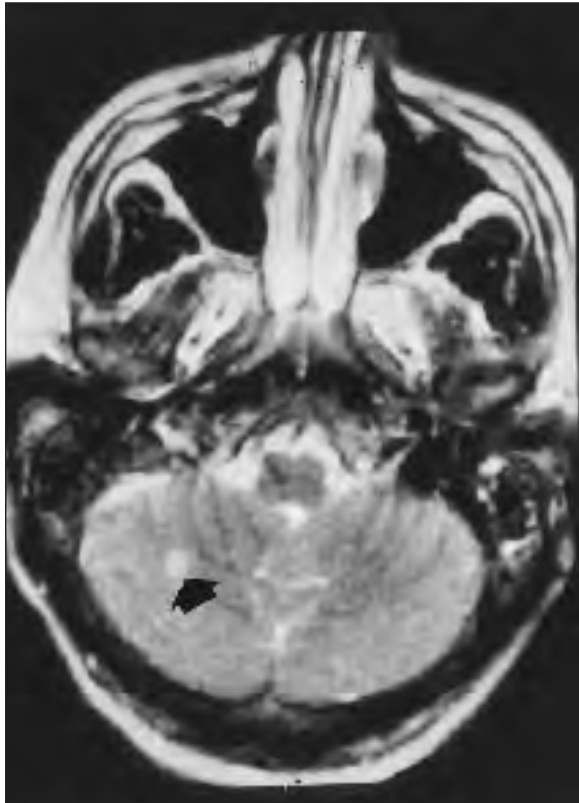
Imagen de resonancia magnética nuclear cerebral en tiempo T2, mostrando área hiperintensa en lóbulo cerebeloso derecho.
